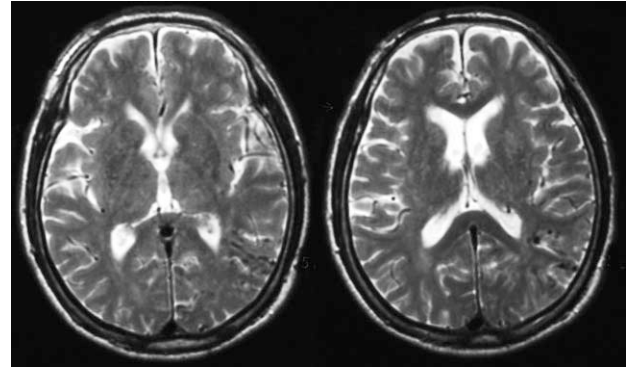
MRI T2-weighted axial image of the brain revealing enlargement of cortical veins. Brain swelling is not apparent.
